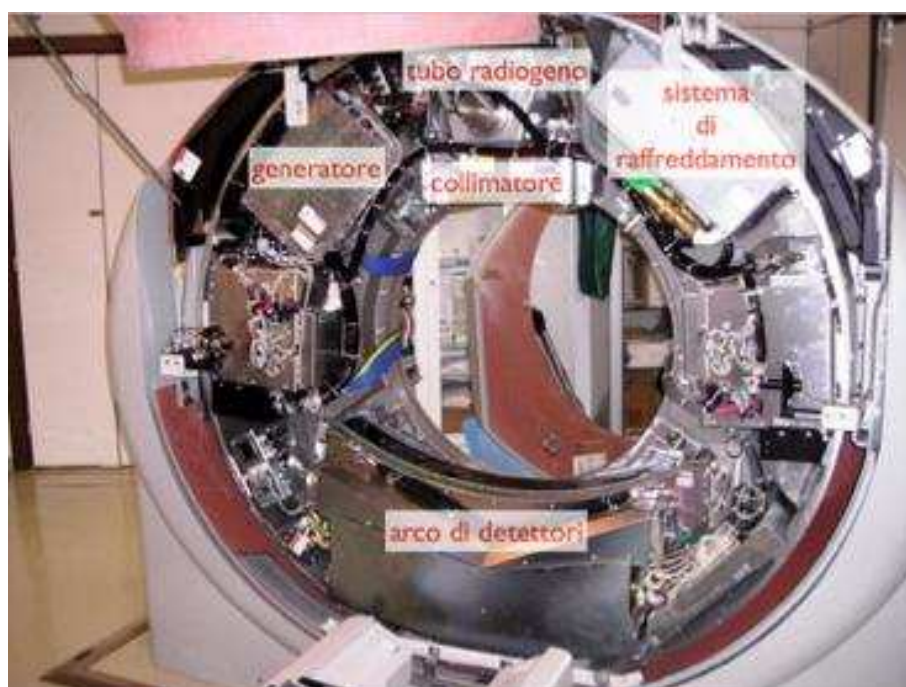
Immagine all'interno del gantry di una TCMS. Immagine tratta da "Elementi di tomografia computerizzata" di Faggioni L.
